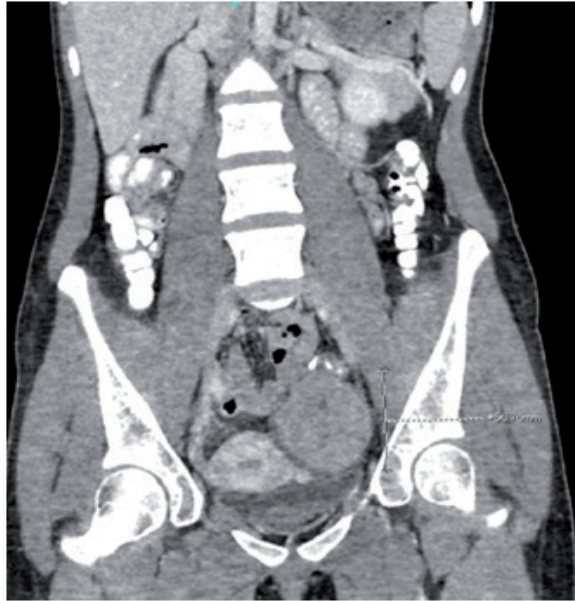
Tomografía computarizada de abdomen y pelvis que muestra una imagen anexial derecha.
